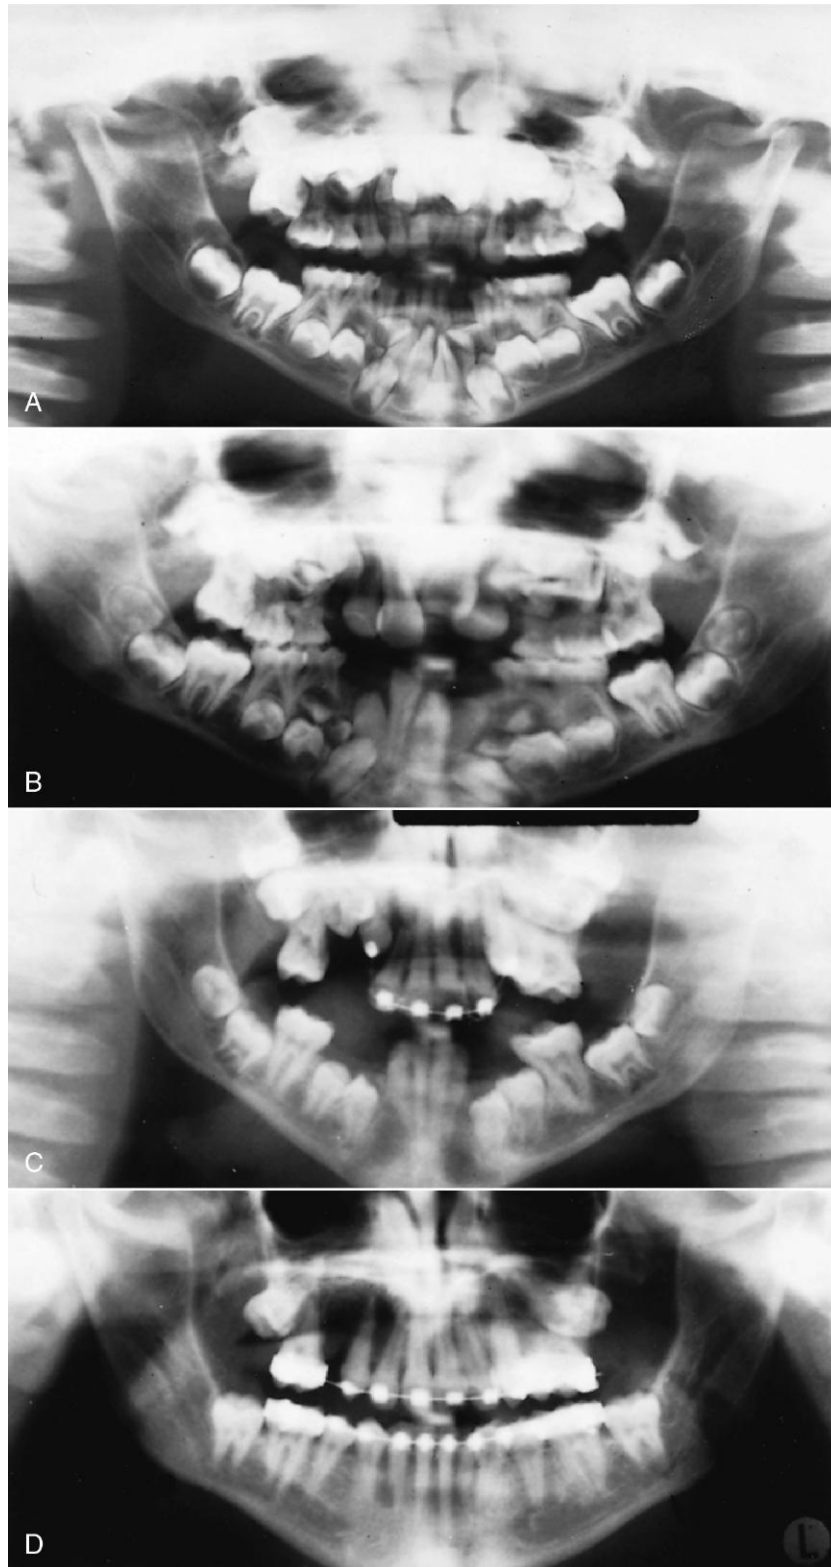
A. Radiografía panorámica de un paciente de 8 años con displasia cleidocraneal en la que se pueden apreciar las características de este trastorno. En la displasia cleidocraneal, los dientes sucedáneos no erupcionan debido a una reabsorción anormal, y la erupción de los primarios se ve retrasada por una fibrosis gingival. Es frecuente también la existencia de dientes supernumerarios, como sucede en este caso, que provocan una obstrucción mecánica adicional. Si se elimina la obstrucción a la erupción, los dientes pueden erupcionar espontáneamente, y se pueden llevar al arco con fuerzas ortodóncicas si no lo hacen. B. A los 10 años de edad, tras quitar mediante cirugía los incisivos primarios y supernumerarios y descubrir los incisivos permanentes. C. A los 14 años, tras el tratamiento ortodóncico para forzar la aparición de los incisivos en la boca y quitar mediante cirugía los caninos y molares primarios, al igual que los dientes supernumerarios de la zona. D. A los 16 años, hacia la terminación del tratamiento ortodóncico para llevar los dientes restantes a oclusión. El segundo premolar derecho superior quedó anquilosado, pero los demás dientes respondieron satisfactoriamente al tratamiento.
